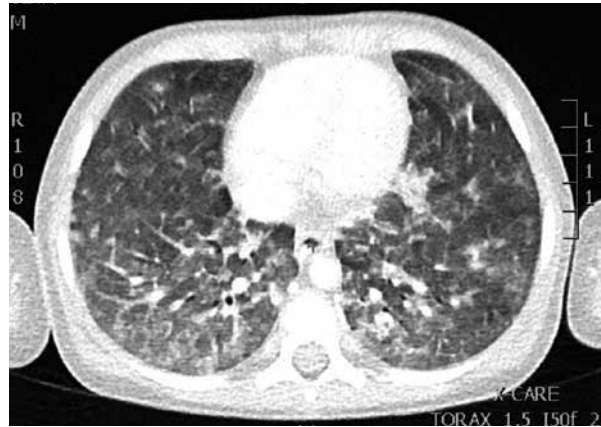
TC pulmonar en el día 11 de ingreso.
